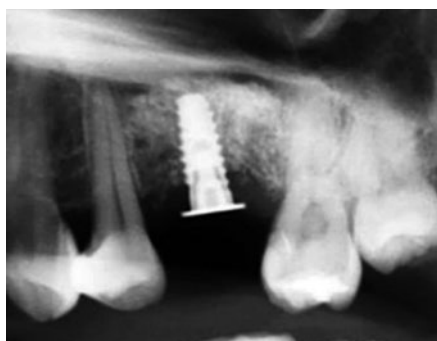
術後4ヶ月のパノラマX線像。骨様組織は維持されているが、インプラントは挺出している。
